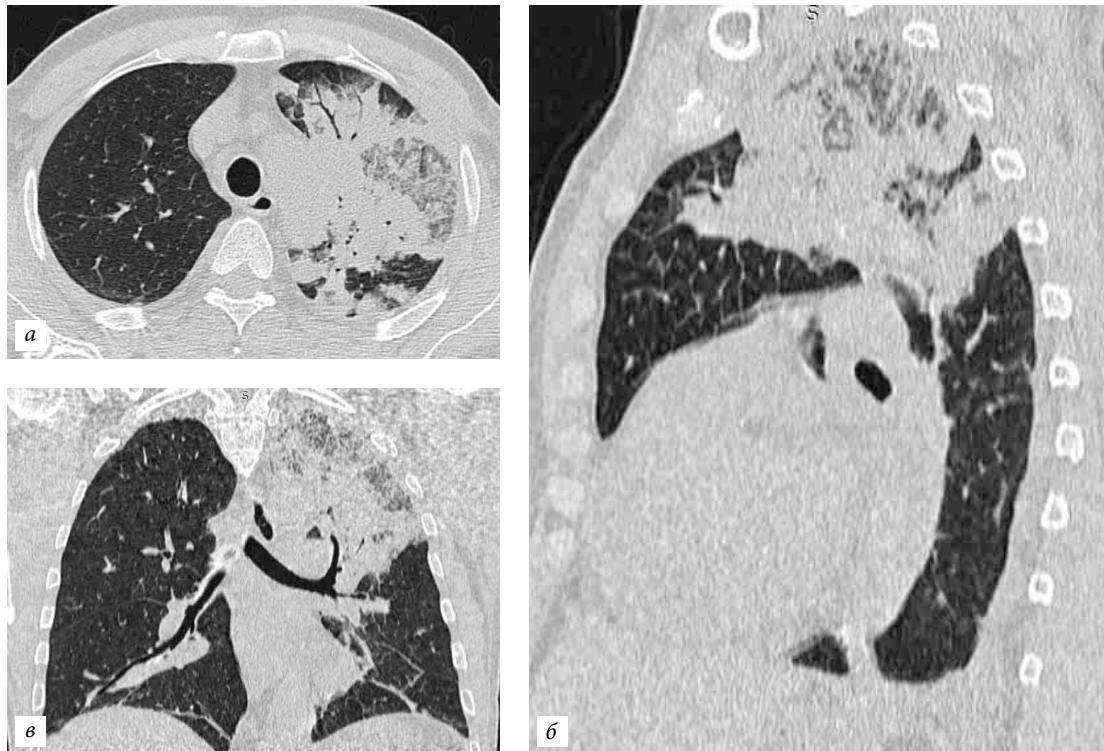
Компьютерная томография органов грудной полости от 09.09.2017 г.: легочный режим — через 10 дней после первых признаков респираторного заболевания.
